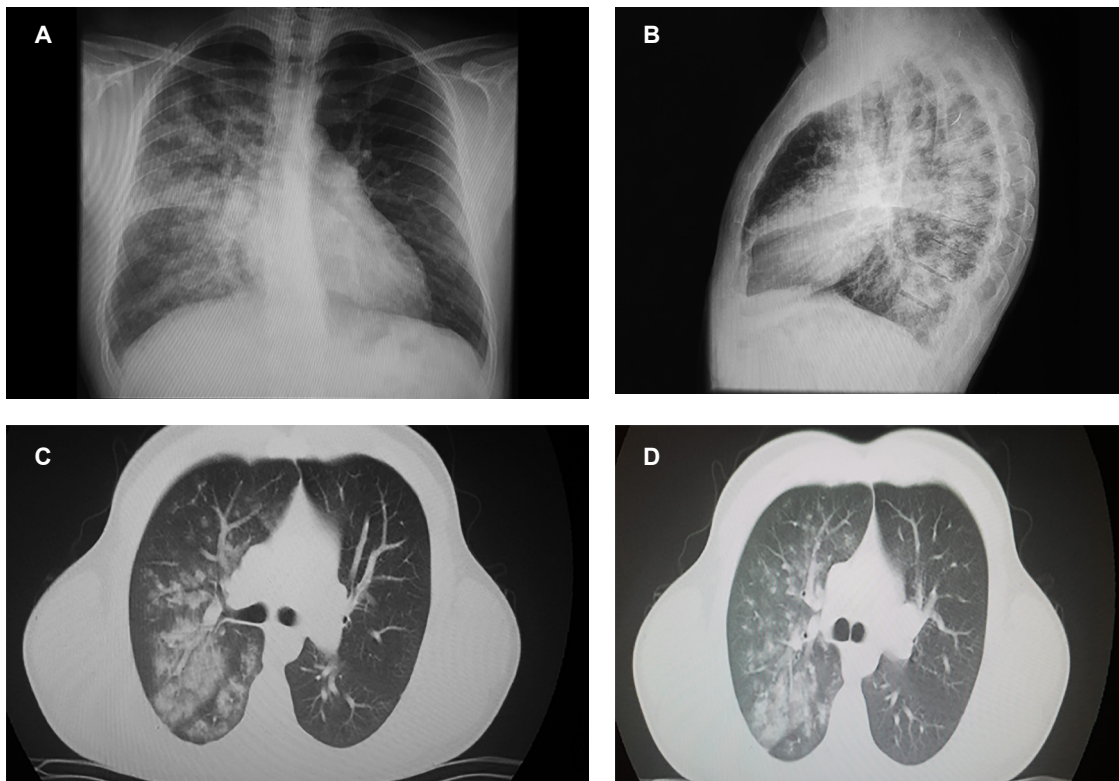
A y B. Radiografía de tórax anteroposterior y lateral donde se aprecian infiltrados de ocupación alveolar con tendencia a la consolidación en el campo pulmonar derecho. C y D. Escanografía de tórax, ventana para pulmón, donde se identifican infiltrados en vidrio esmerilado en el pulmón derecho.
